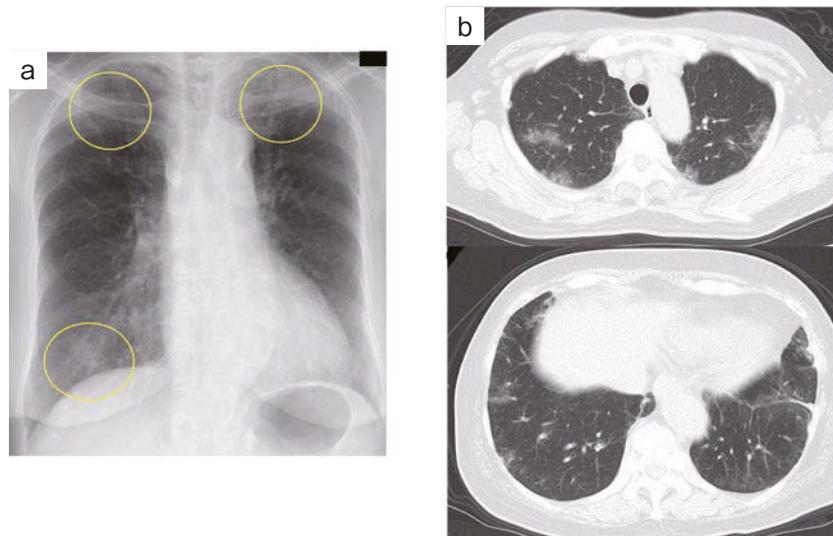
Imaging findings. (a) Chest radiograph on admission showing infiltrative shadows in both lung fields (yellow circles). (b) High-resolution chest computed tomography on admission showing bilateral peripheral, patchy ground-glass opacities.
